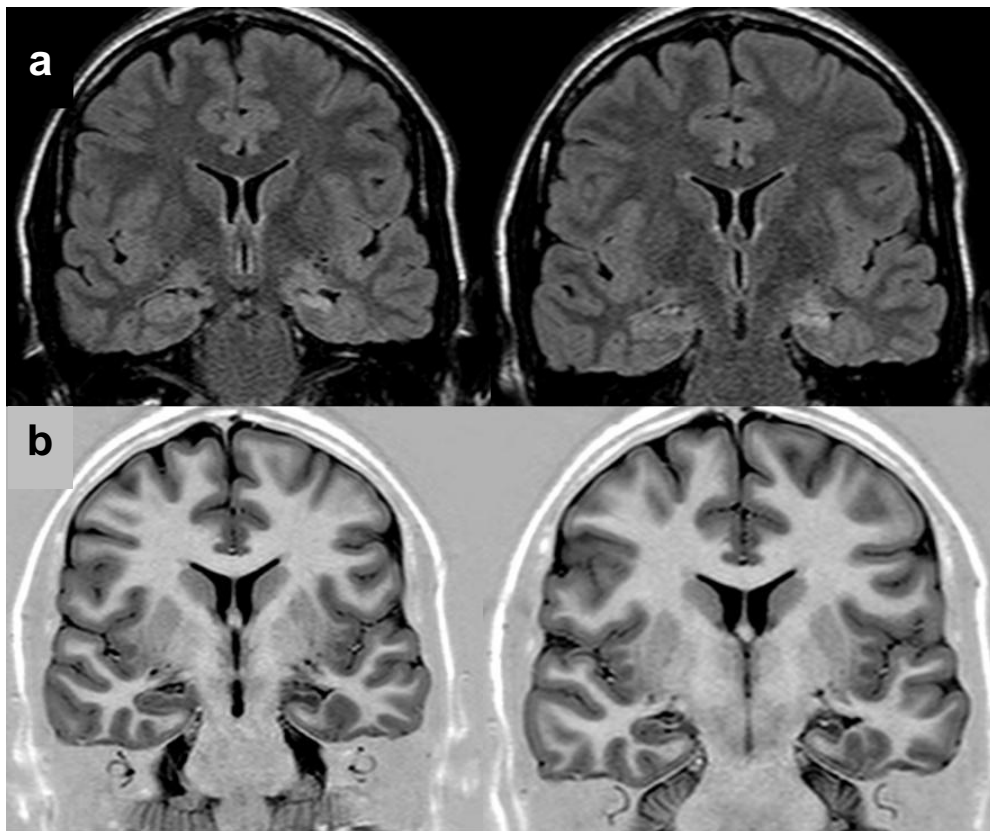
RM de crânio hipocampo normal
